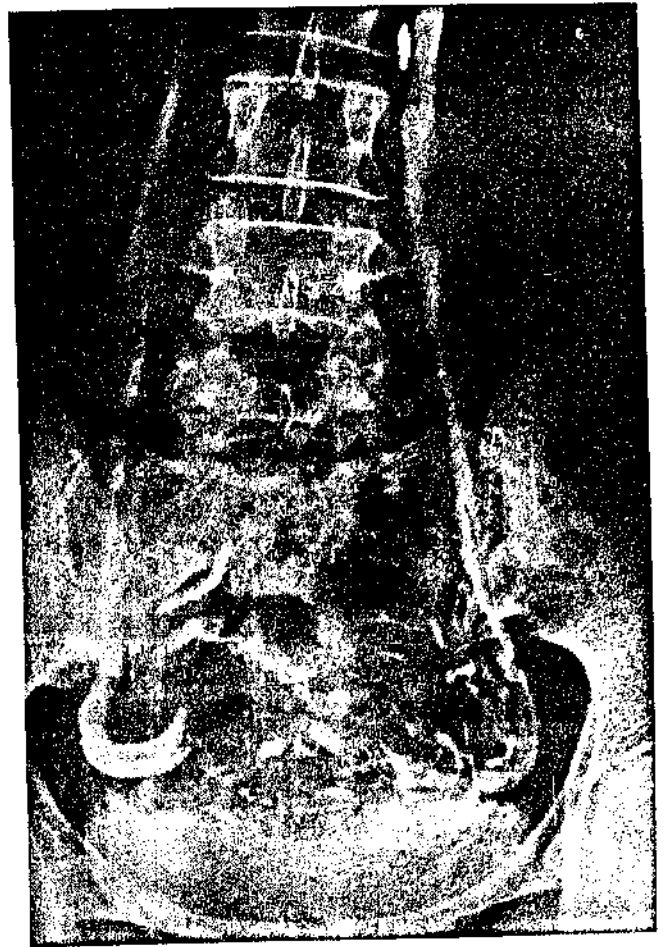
Flebografia pélvica: 2ª radiografia (20") - Estase retardamento no enchimento.
